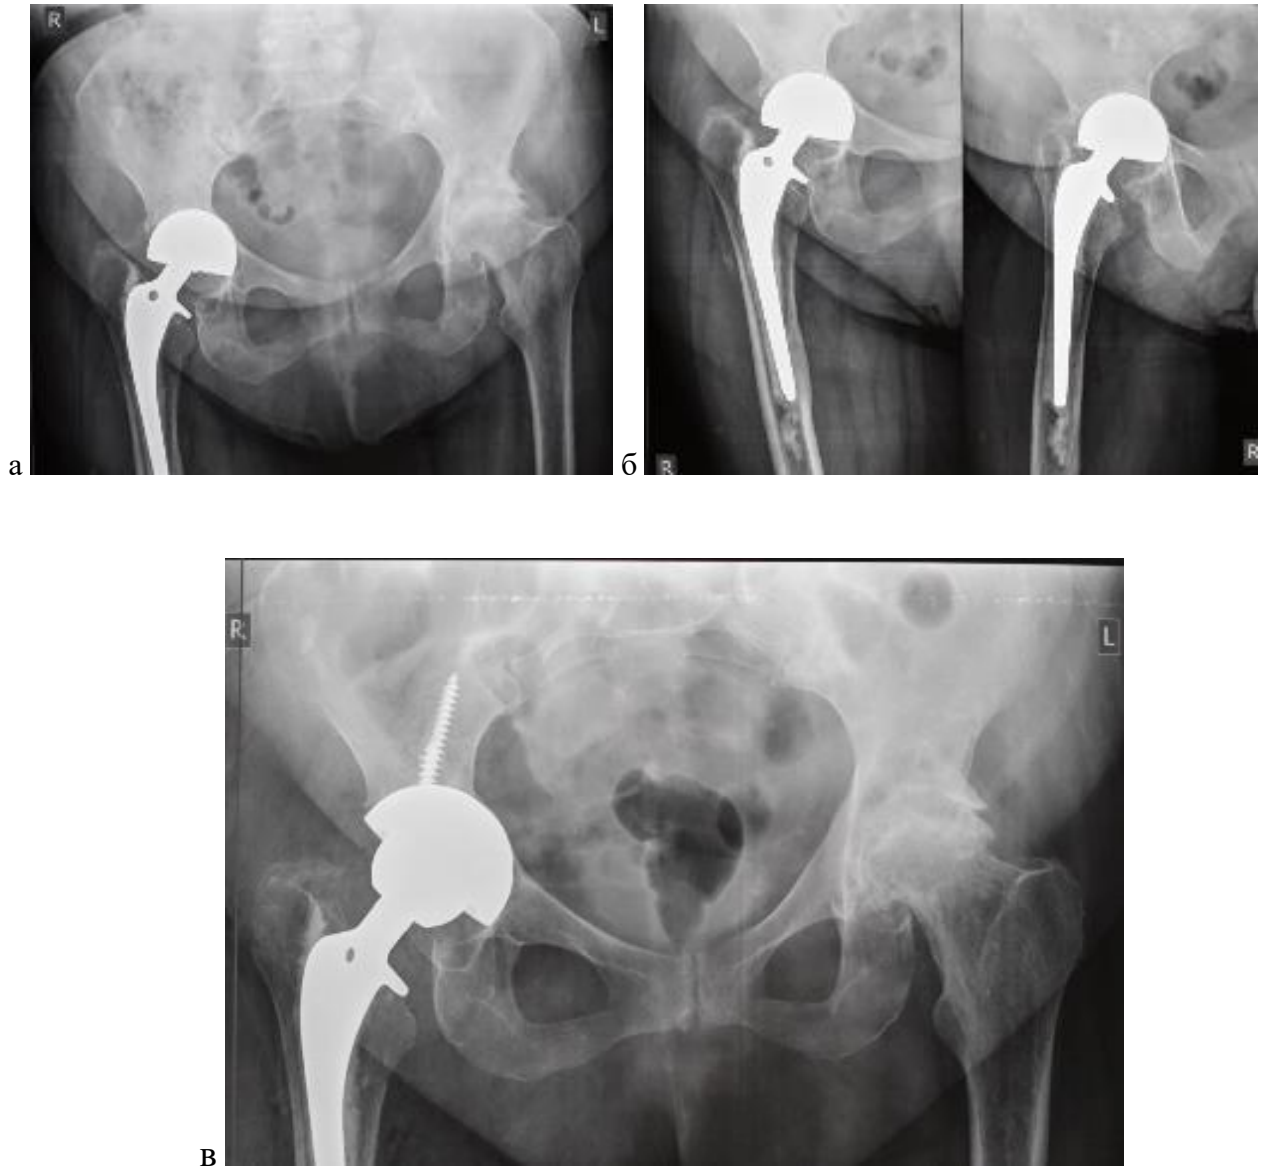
Рентгенограммы пациента Д., 78 лет., 2С тип костного дефекта по W.Paprosky: а,б. до операции. Истирание хряща вертлужной впадины биполярной головкой. Первичная операция в 2018 году по поводу перелома шейки бедренной кости. Бедренный компонент стабилен; в. после операции: выполнена установка вертлужного компонента press-fit фиксации. Кровопотеря 200 мл. Длительность операции 85 мин.
